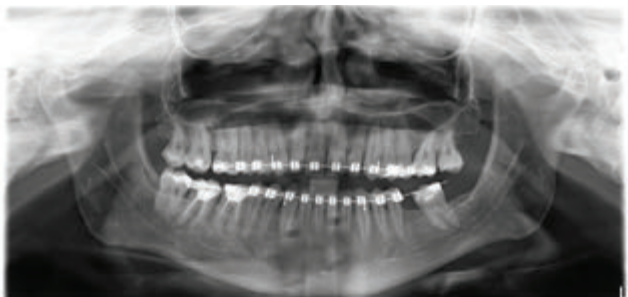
Radiografi panoramike RTG menjëherë pas vendosjes së aparatit ortodontik të fiksuar
